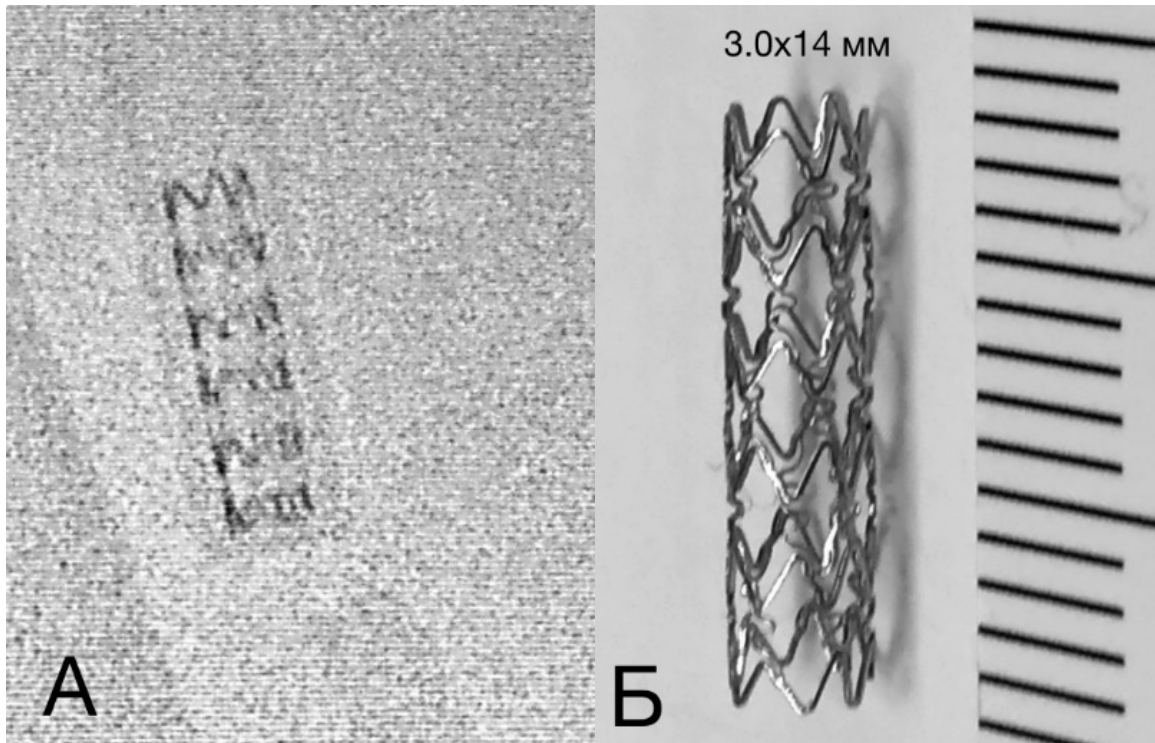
Стент Cypher 3.0x14 мм. А – рентгенограмма стента “in vitro” после полного раскрытия стента. Б – фото стента “in vitro” после полного раскрытия стента. Диаметр и длина стента соответствуют паспортным данным производителя (справа от стента измерительная лента – шаг 1 мм).
